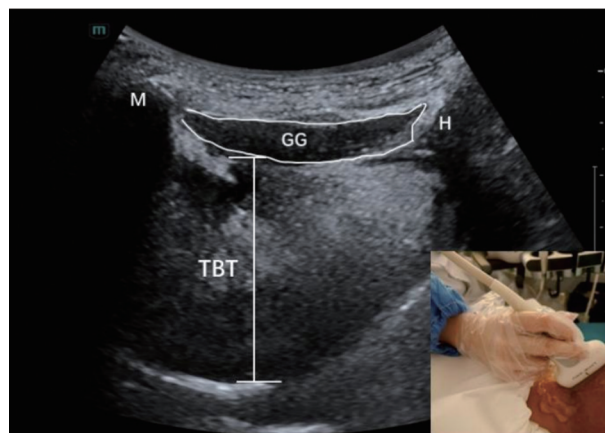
舌正中矢状面超声解剖图解 M:下颌骨;H:舌骨;TBT:舌厚;GG:颏舌肌
